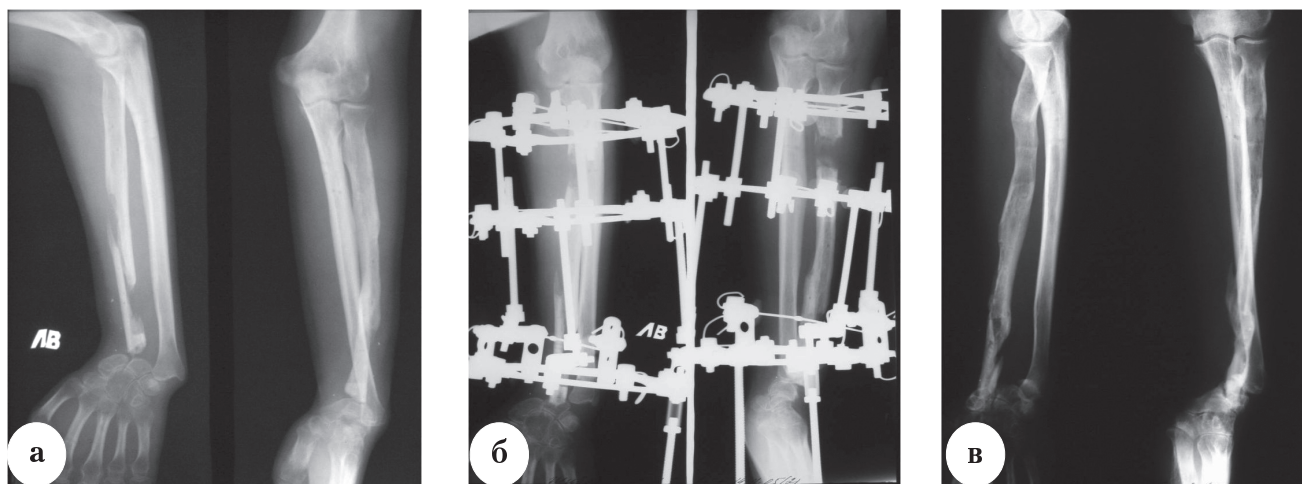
Рентгенограммы больного Ш., 32 лет: а – до лечения; б – в процессе лечения; в – ближайший результат лечения
